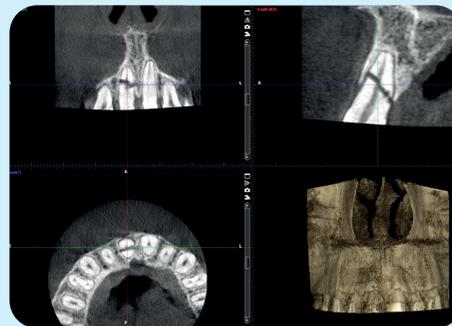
Image CBCT suite à fracture radiculaire de la 11 chez un cycliste professionnel
